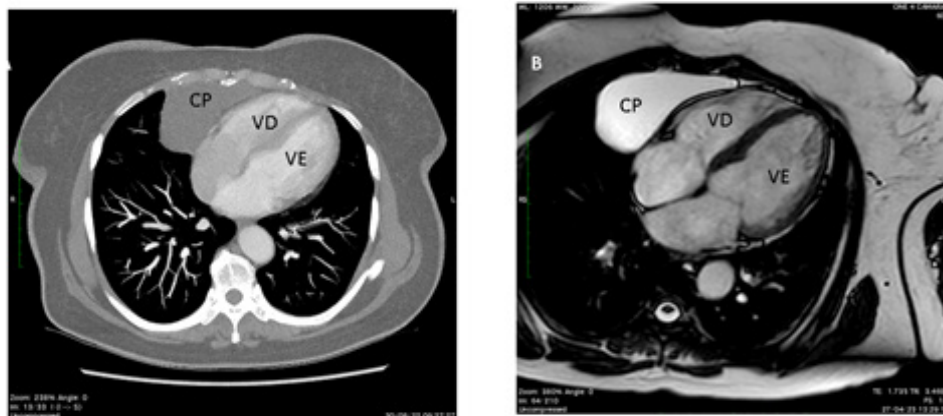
Tomografia computadorizada de tórax (painel esquerdo) e ressonância magnética cardíaca (painel direito) em posição de quarto câmaras, mostrando o cisto pericárdico (CP) bem delimitado e homogêneo.
